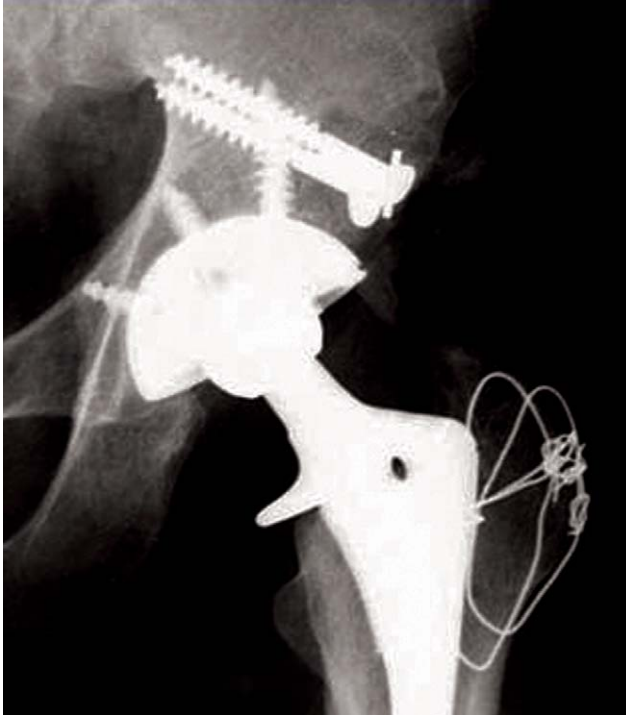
A radiograph shows acetabular reconstruction with a structural allograft.
